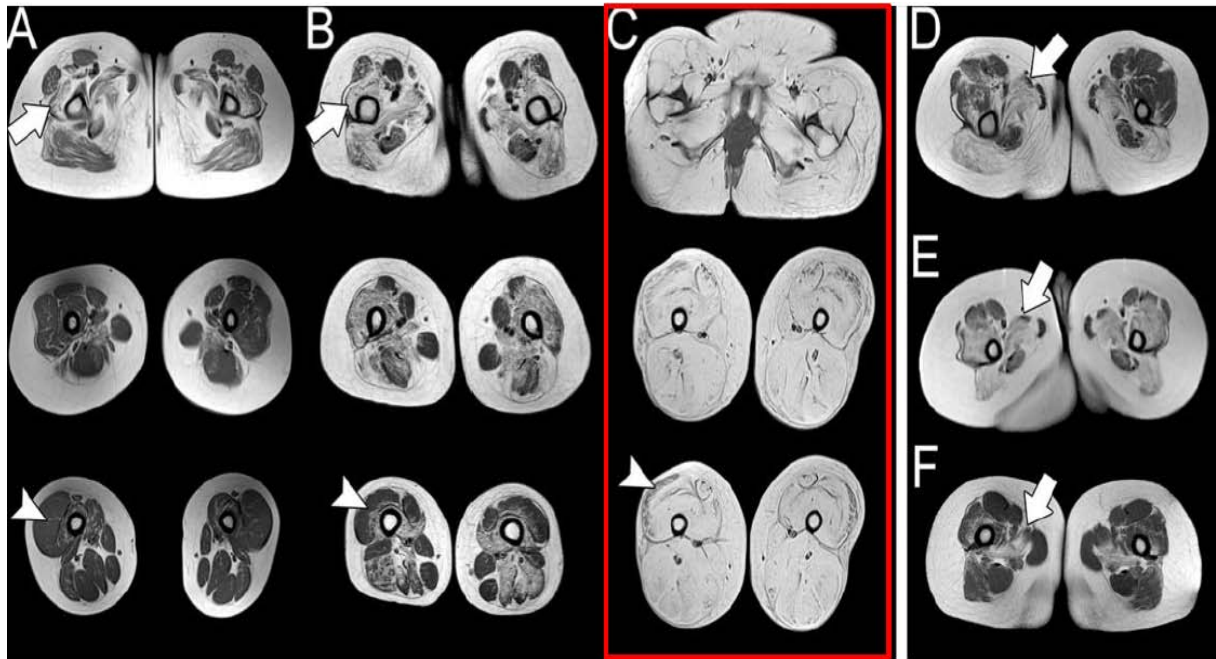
IRM d'un patient atteint de LGMDR5.
